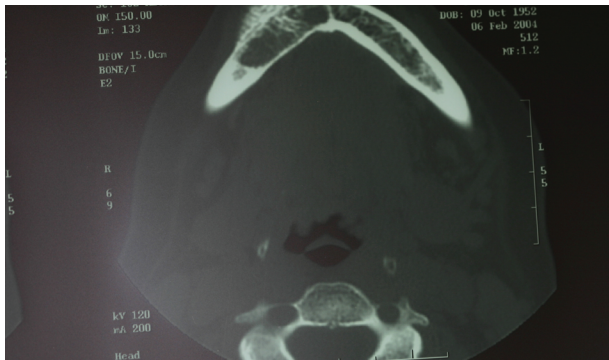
TC prequirúrgico: se aprecia la típica imagen en rayos de sol.
